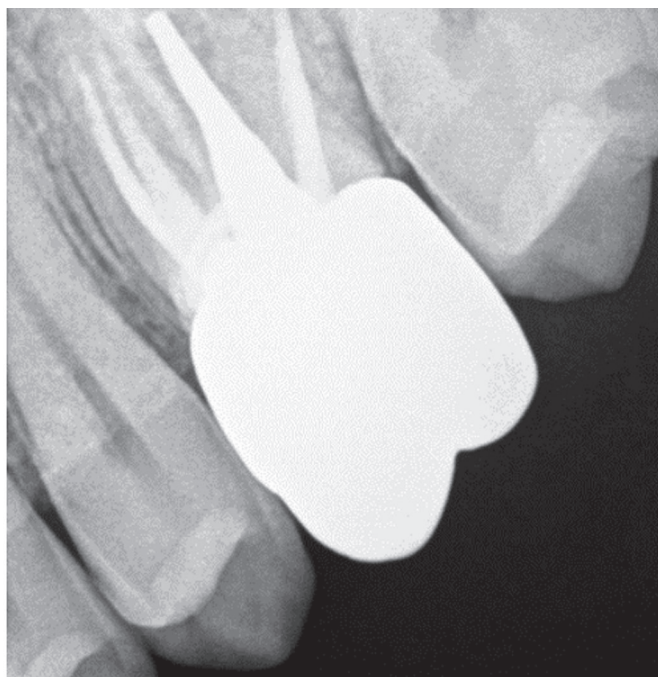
Прицельная рентгенограмма зуба 2.6 через два года после проведенного лечения.
